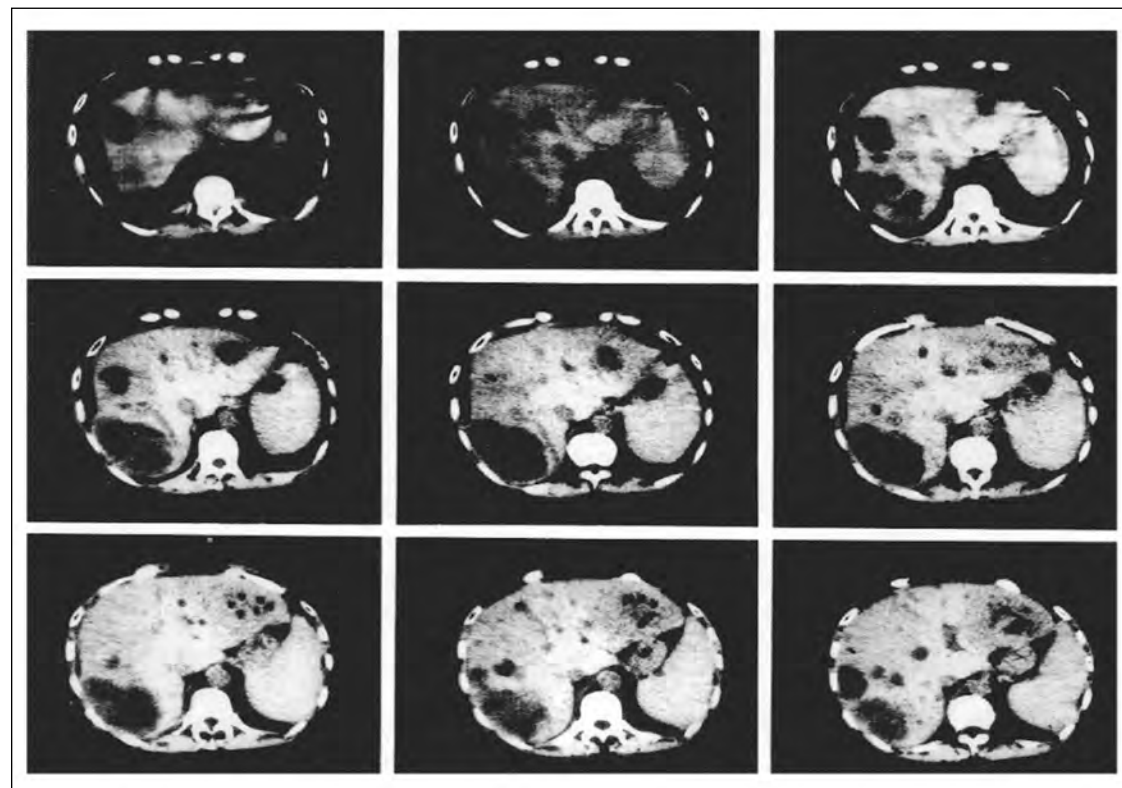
Томограммы печени больного Е.
